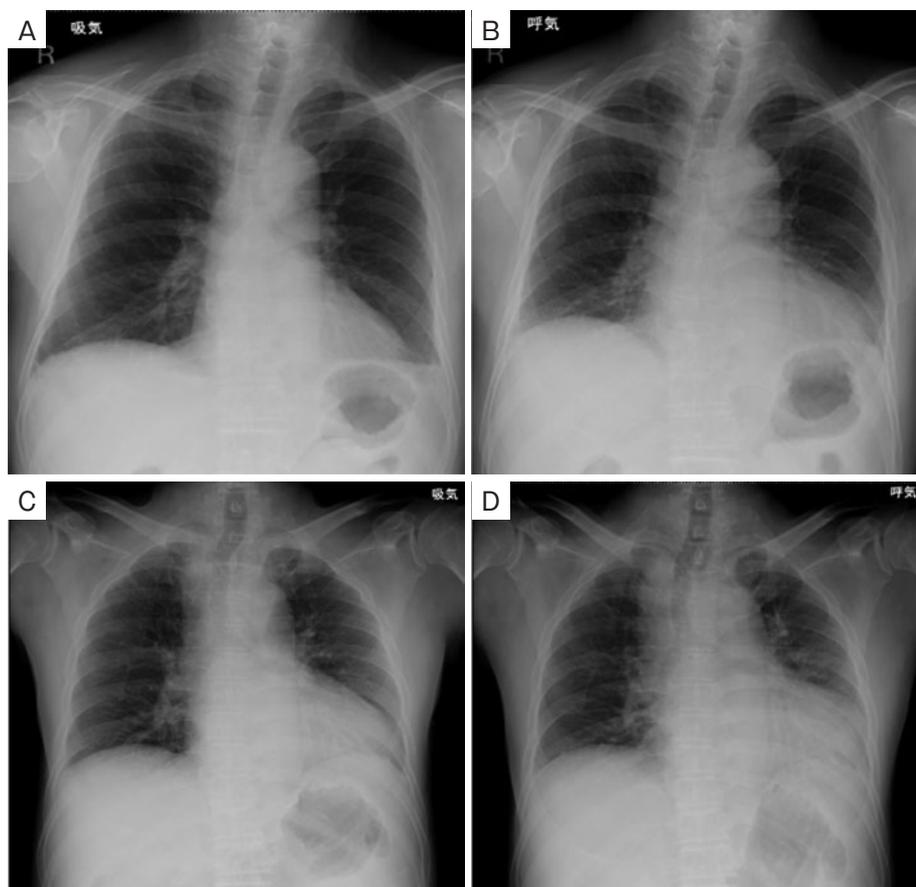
入院時胸部X線写真。(A) 立位吸気撮影。(B) 立位呼気撮影。(C) 臥位吸気撮影。(D) 臥位呼気撮影。立位では吸気・呼気で横隔膜の動きが認められるが、臥位では両者で横隔膜の動きが認められない。
